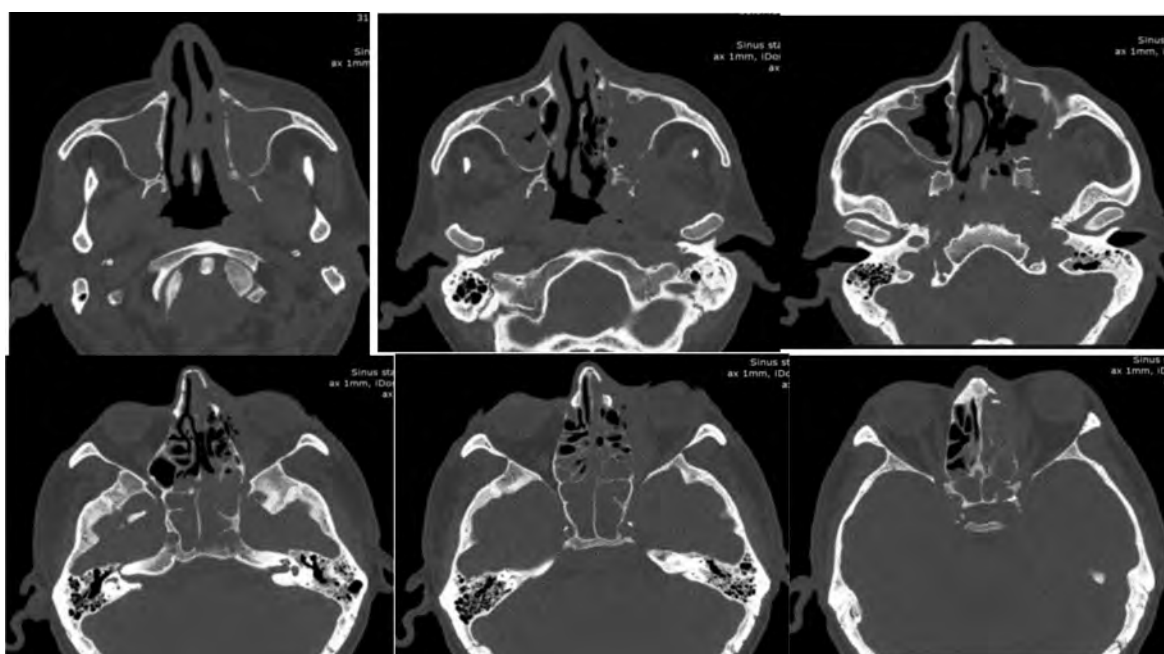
КТ придаточных пазух носа у больного COVID-М. Признаки полисинусита, с деструкцией стенок верхнечелюстных пазух, пазух решетчатого лабиринта, стенки правой орбиты
